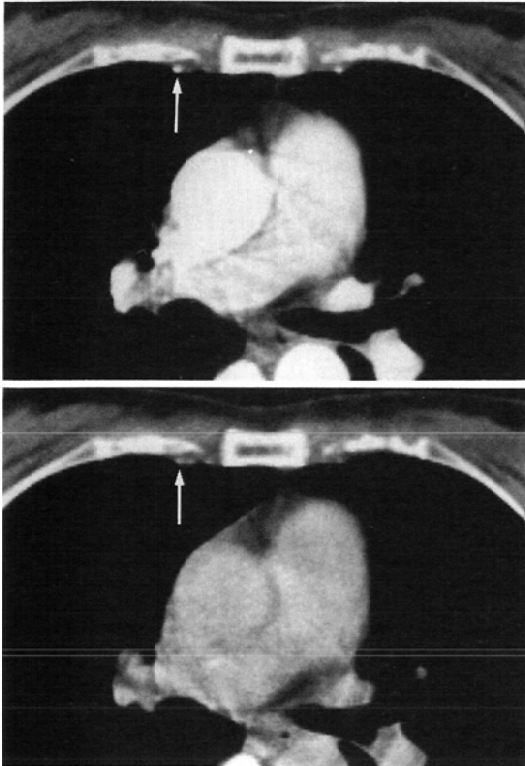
Dynamic CT images (upper: arterial phase, lower: after 60sec.). The upper image shows only internal mammary artery (arrow). In the lower image two vessels are enhanced, of which lateral one (arrow) is the same as in the upper.
